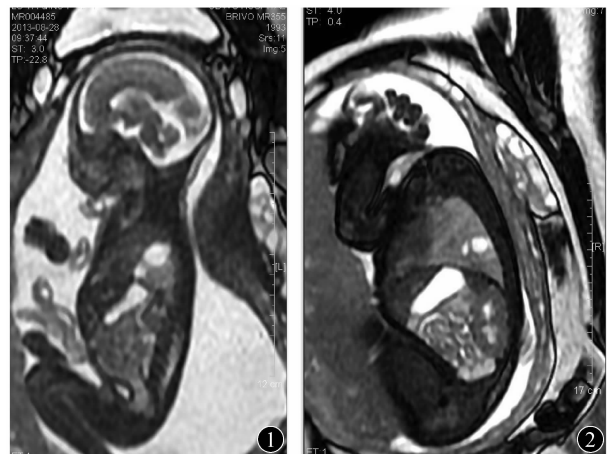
孕 23 周 MRI 矢状位示左肺下叶体积增大, 其内可见多个类圆形囊肿高信号影, 其中最大者直径为 1.6 cm
